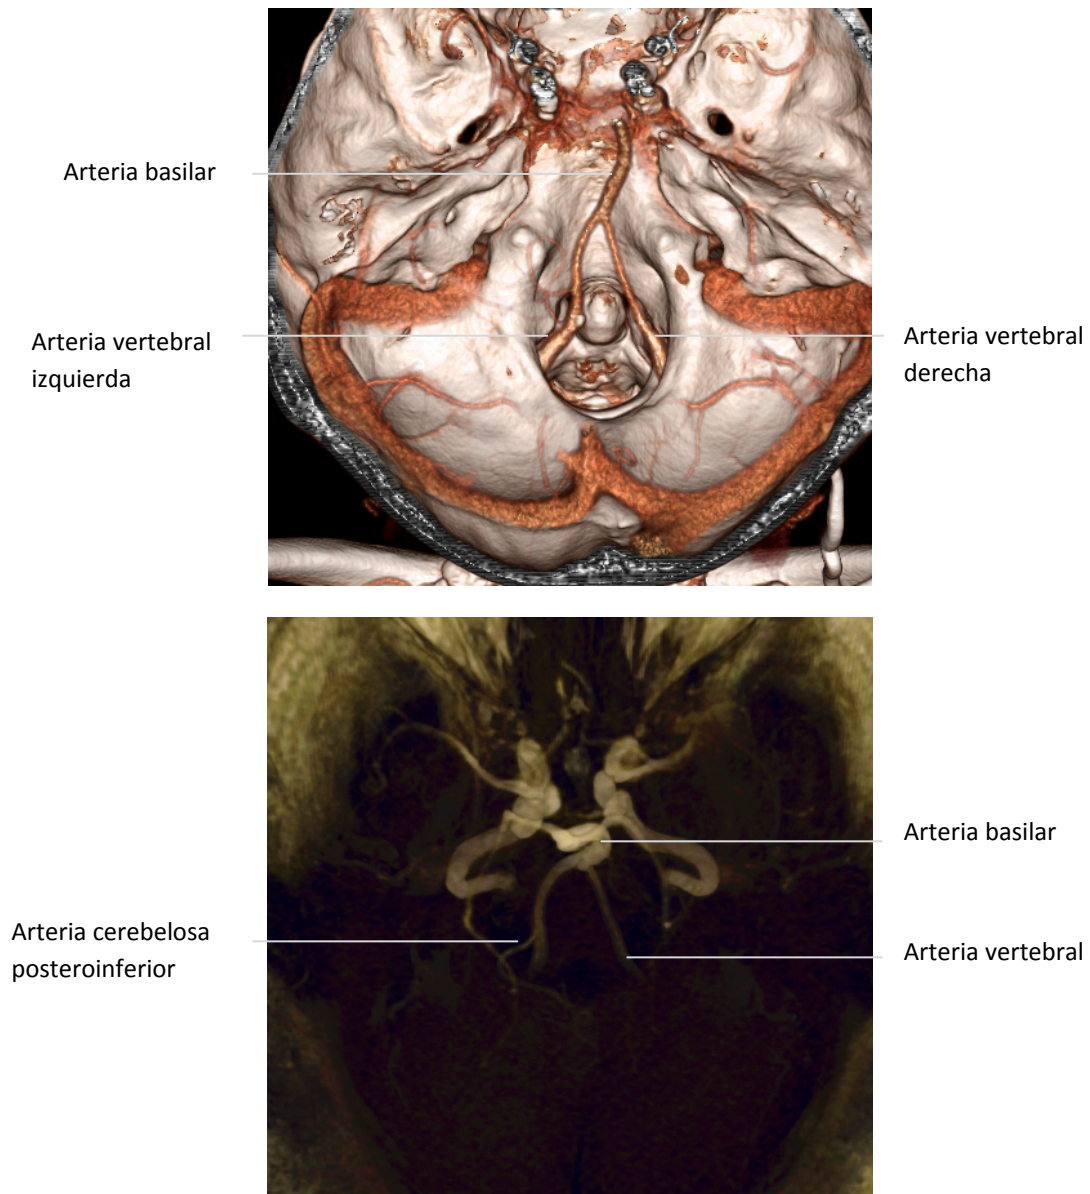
Estudio vascular de las arterias vertebrales mediante angio-RM donde se identifican sus diferentes segmentos (superior) y angiografía por sustracción digital (inferior) que muestra el nivel donde cruza el agujero magno.
